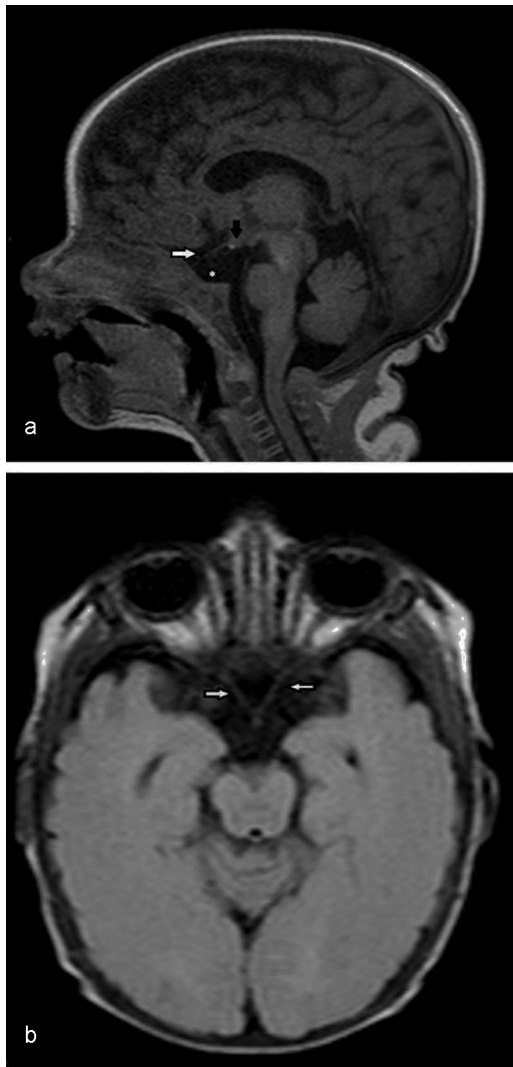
RM de cerebro (a) en corte sagital en ponderación T1 visualiza neurohipófisis ectópica (flecha negra), hipoplasia del nervio óptico (flecha blanca) y ausencia de silla turca (asterisco); mientras que (b) en el corte axial, en secuencia FLAIR, se objetivan ambos nervios ópticos (flechas blancas) y el quiasma hipoplásico.
